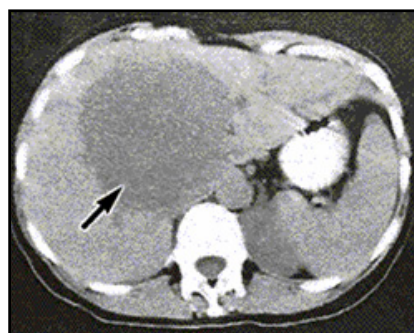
CT abdominal. Tumoră hepatică
